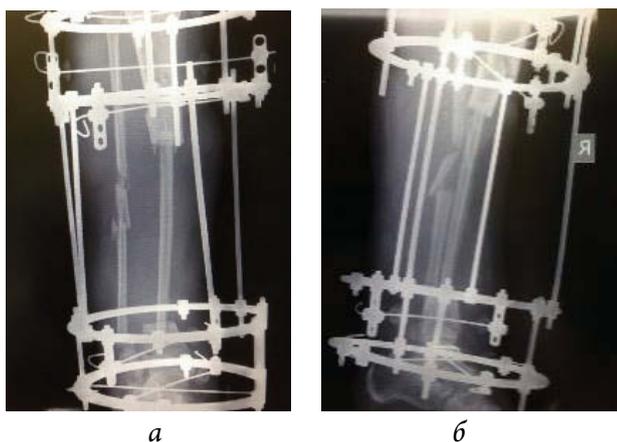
Рентгенограмма голени после некрсеквестрэктомии большеберцовой кости и аутотрансплантации васкуляризованного участка малоберцовой кости в позицию дефекта большеберцовой (*а* – прямая проекция; *б* – боковая проекция)
